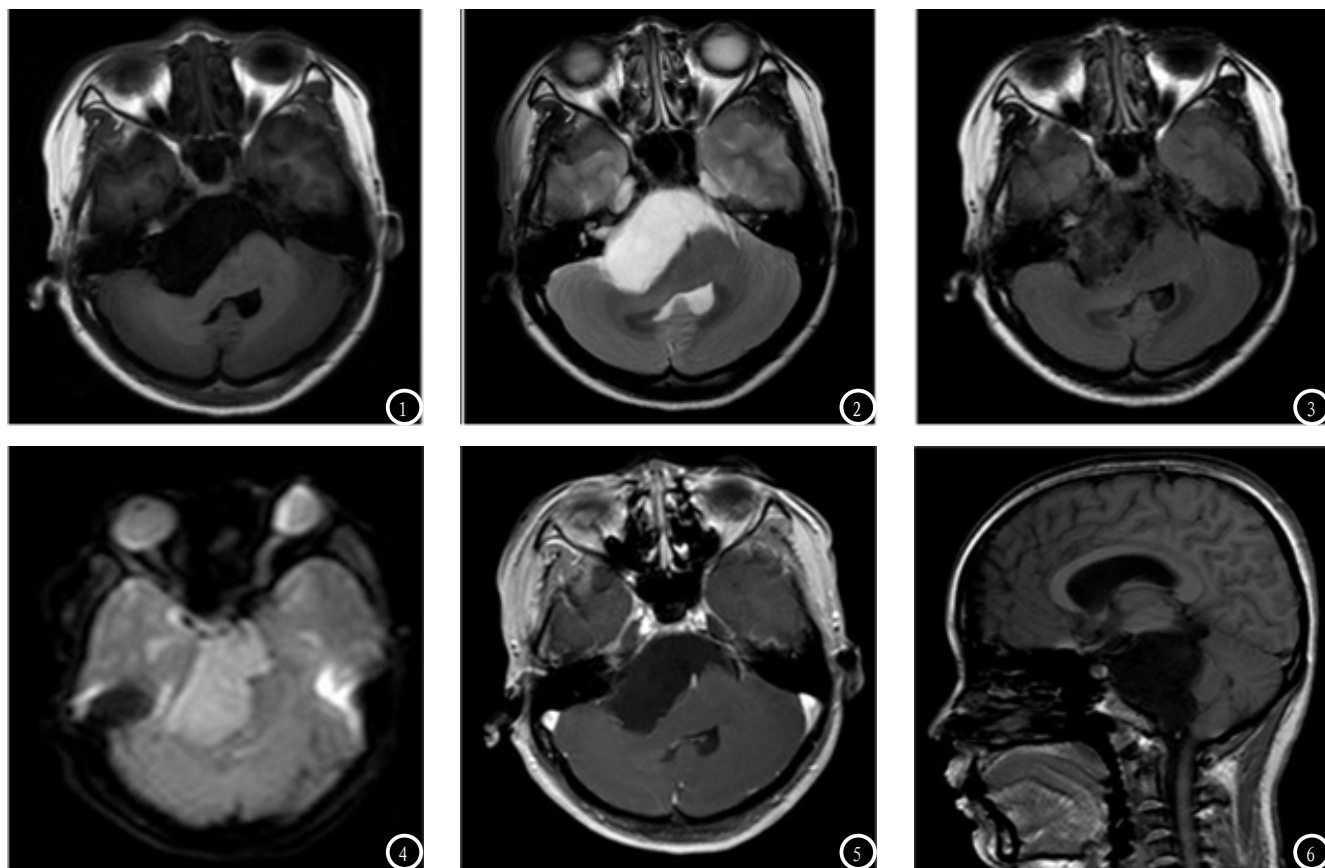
桥小脑角表皮样囊肿MRI图像: 图1、2: 轴位T1WI及T2WI,可见肿瘤呈较均匀的长T1长T2信号;图3: 轴位FLAIR,肿瘤囊内见絮状稍高信号影;图4: DWI,可见肿瘤呈明显高信号;图5: 轴位的T1WI增强图,瘤体未见明显强化;图6: 矢状位T1WI,可见肿瘤向下延伸塑型生长。
